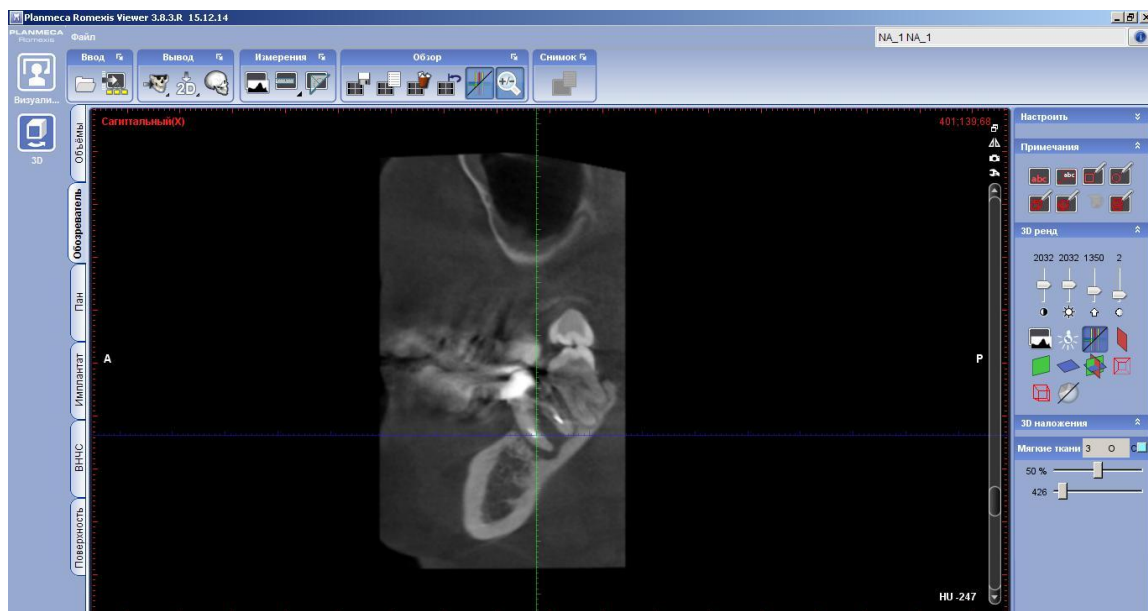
Фотографія КТ знімка 37 зуба; сагітальна проекція.
